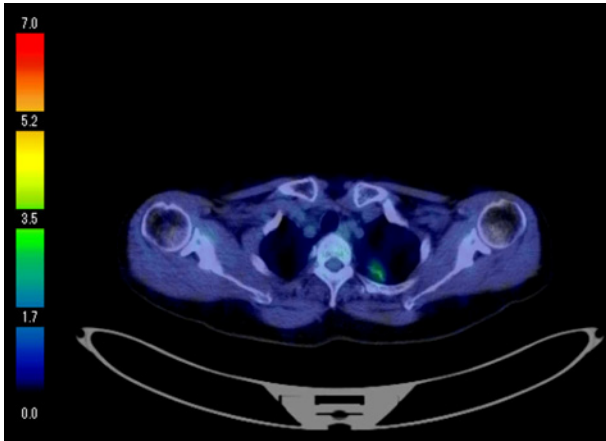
An FDG-PET image. The low uptake of FDG was observed at the left superior segment.
